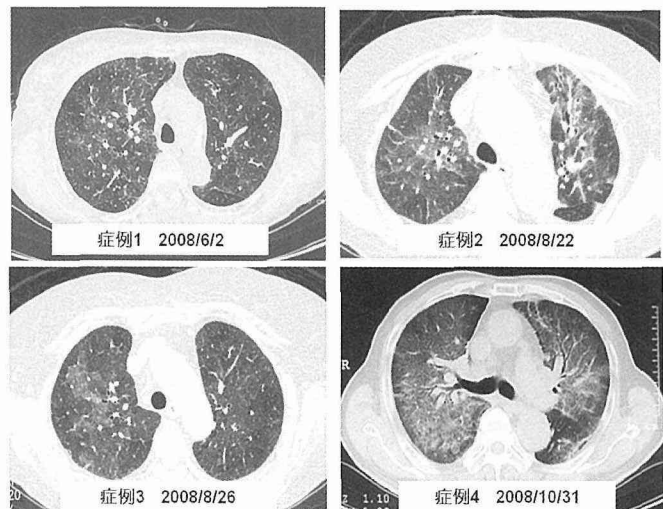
各症例の胸部CT画像： いずれも症例においても「地図状」のスリガラス状影あるいはモザイク状のスリガラス状影など、この疾患の特徴的なパターンが認められる。
